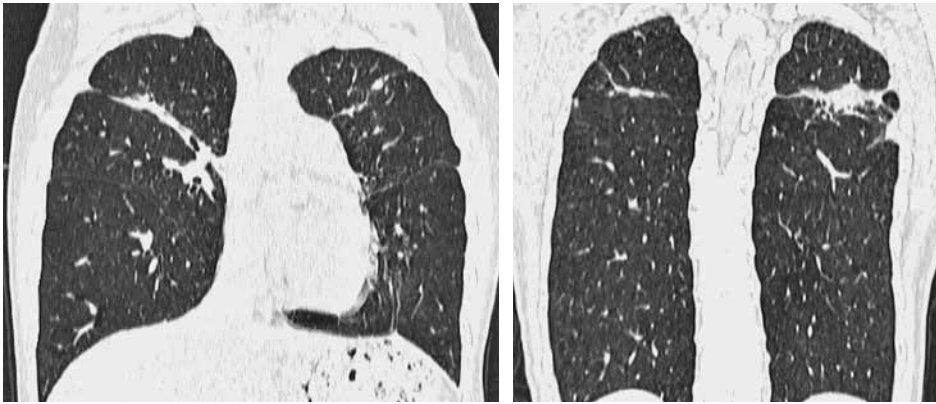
Больная В. КТ ОГК от 28.06.2023 г. (реконструкция) после удаления эндобронхиальных клапанов. Полостных образований в легких нет. Верхняя доля левого легкого расправлена
